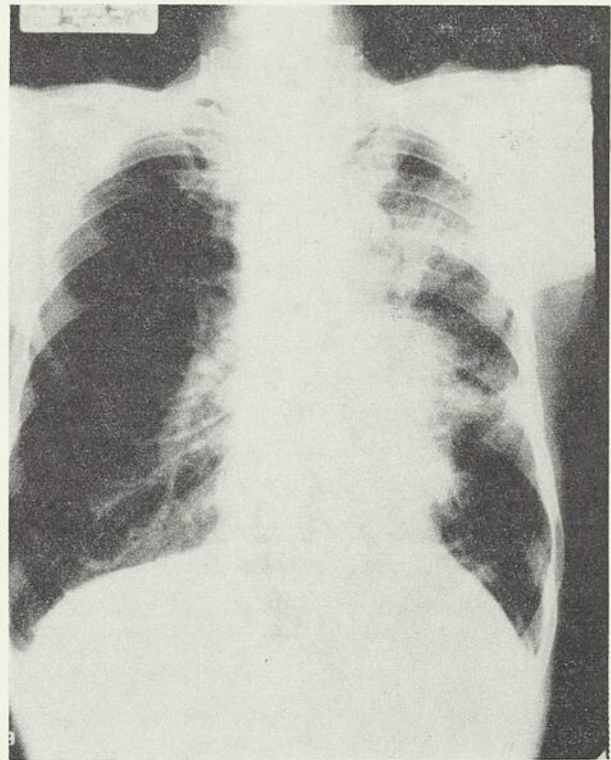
Radiographie pulmonaire (cas 7). Atélectasie partielle au lobe supérieur gauche et opacité au sommet et à la plage moyenne.
